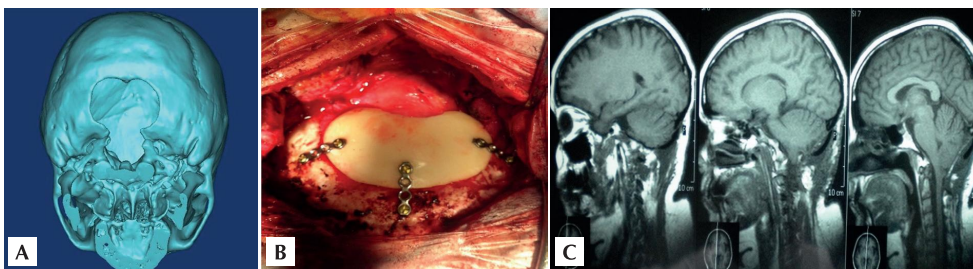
(A) TC en 3D que muestra el tamaño excesivo de una craniectomía descompresiva para la malformación de Chiari. (B) Ejemplo de craneoplastia para reconstrucción de fosa posterior en la ptosis cerebelosa observada en el caso de la Figura 6. (C) Resultado postoperatorio.
